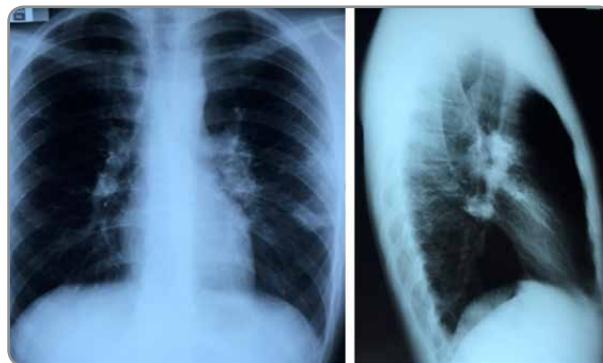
Radiografía de tórax, proyección frontal y lateral. Se observa foco de condensación en relación al tercio medio del campo pulmonar izquierdo, asociado a leve ensanchamiento del hilio izquierdo, de contorno convexo, sugerente de adenopatías.
